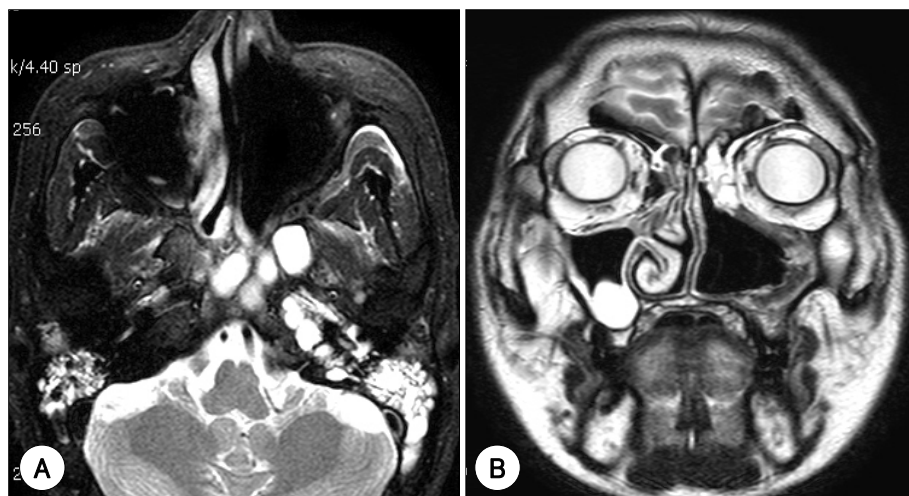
Postoperative PNS MRI (T2WI) axial (A) and coronal (B) view of 12 months after operation. There is no evidence of recurrence.
